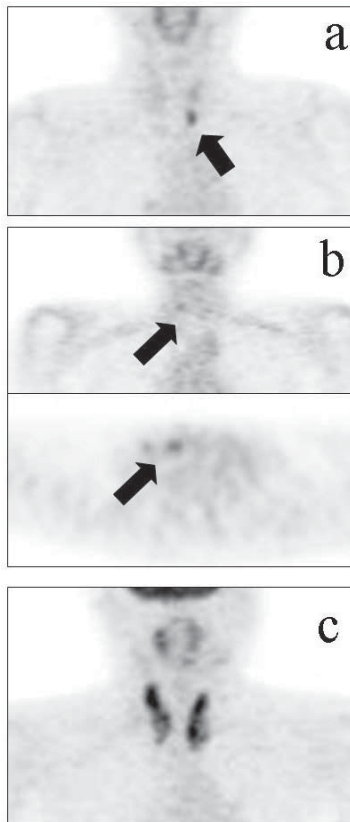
Representative uptake pattern of FDG in thyroid. (a) Small localized, high accumulation, (b) Small localized, slight accumulation (MIP image, transaxial image), (c) Bilateral diffuse, high accumulation.
